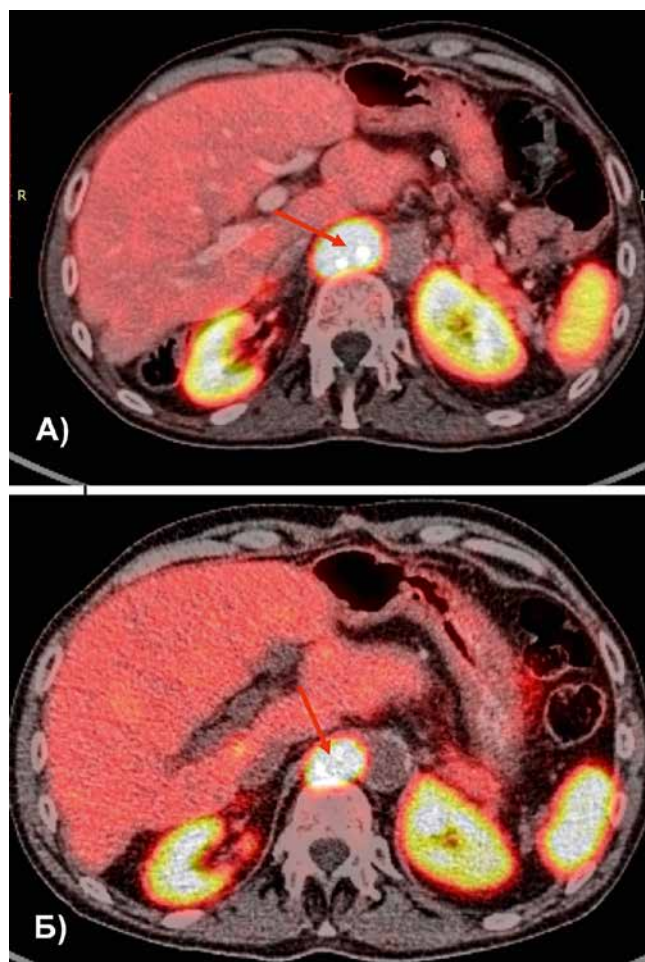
А) ПЭТ-КТ с Ga68-DOTATATE от 11.2020 (размер л/у 3,7×2,7); Б) ПЭТ-КТ с Ga68-DOTATATE от 07.2021 (размер л/у 3,3×2,4 см)
